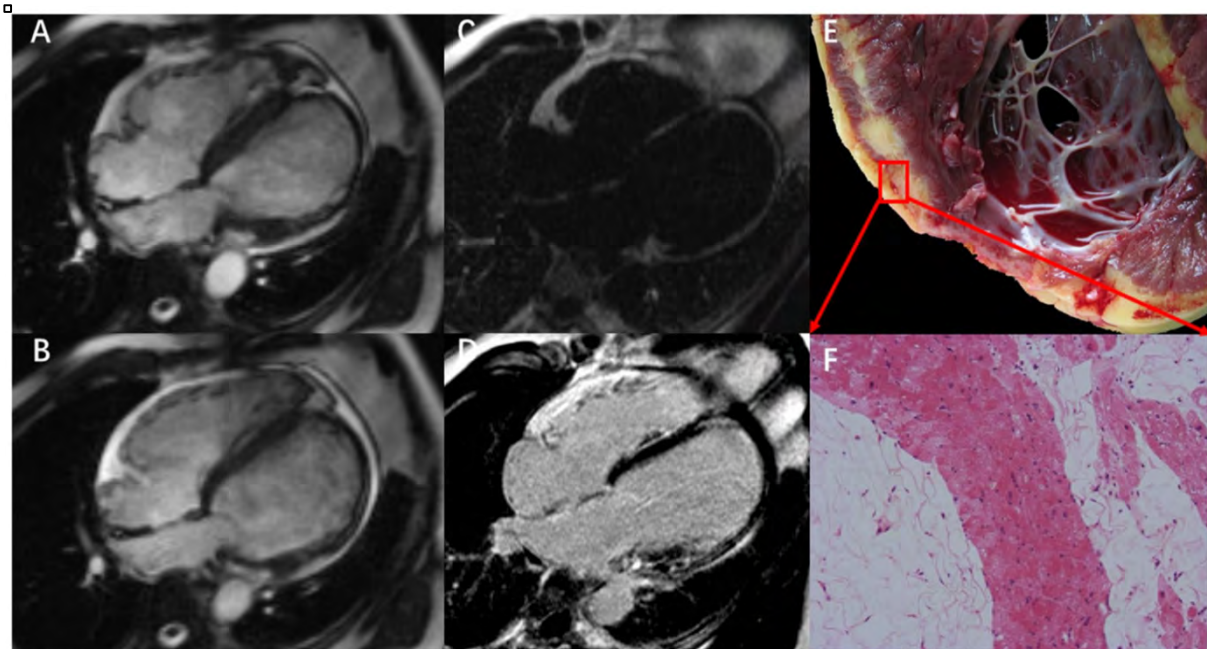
IRM cardiaque typique de CAVG (16):
